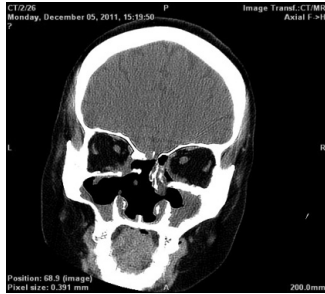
Результати мультиспіральної комп'ютерної томографії параназальних пазух носа пацієнтки С.: деструкція медіальної та нижньої стінок правої орбіти, медіальної стінки правої гайморової пазухи, носової перегородки
